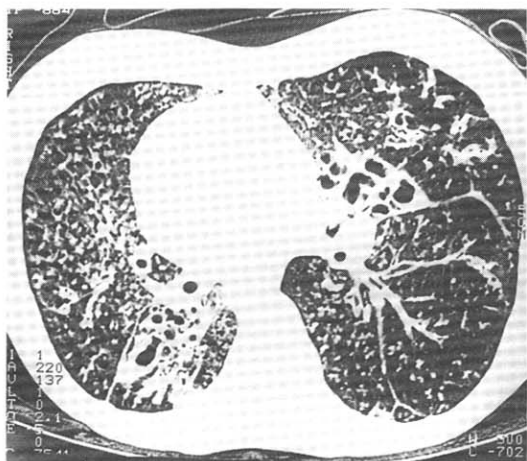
Chest CT shows severe bronchiectasis, especially middle and lower lung fields.
